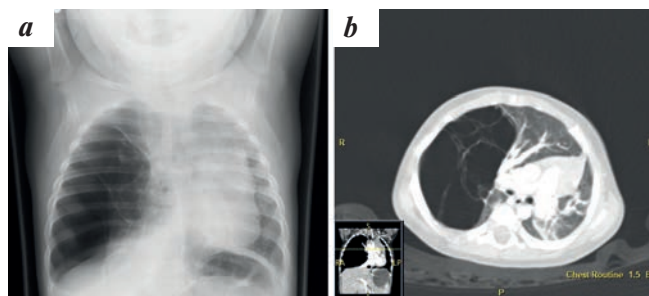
Chest film and CT images of type I PPB demonstrating typical presentation with pneumothorax and showing the multilocular cyst
